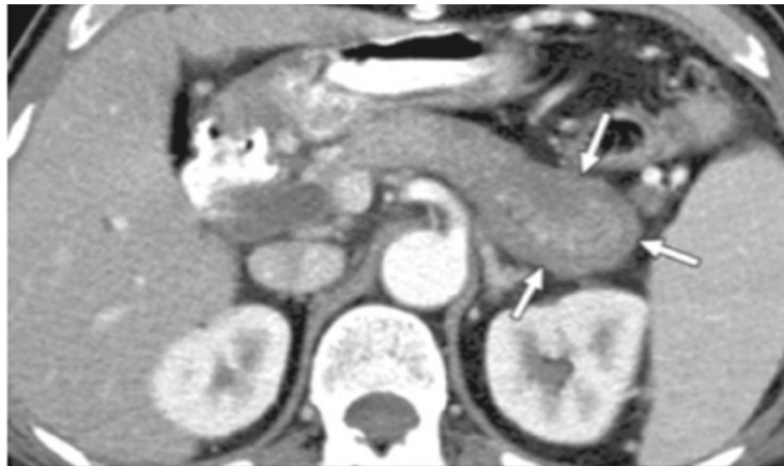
Aspect de la PAI en TDM : Pancréas saucisse et anneau hypodense périphérique (34)
